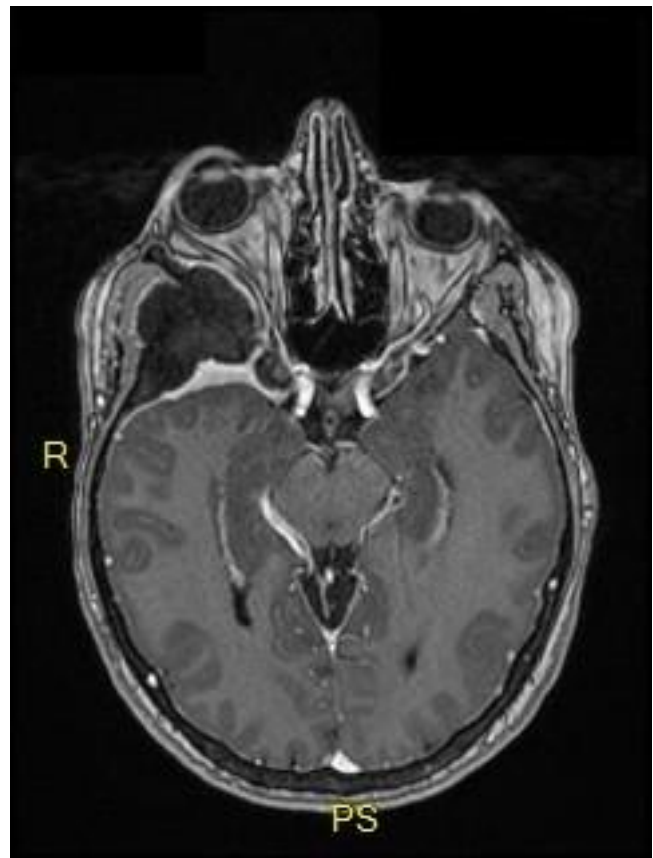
MSO unilatéral droit, IRM cérébrale, coupe axiale en T1 avec injection de gadolinium
